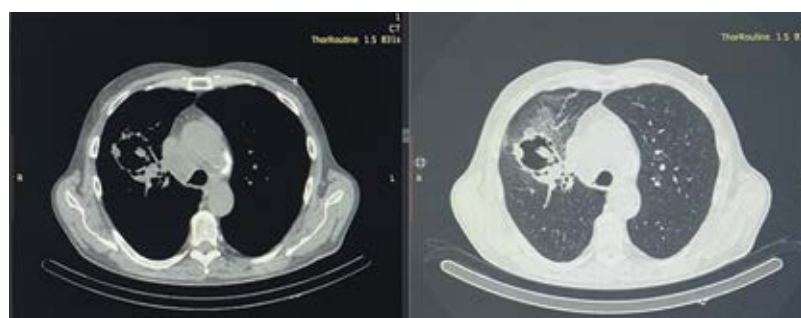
Данные КТ ОГК после 1 курса ПХТ и 18 Гр от ДЛТ. Массивный распад в опухоли.
